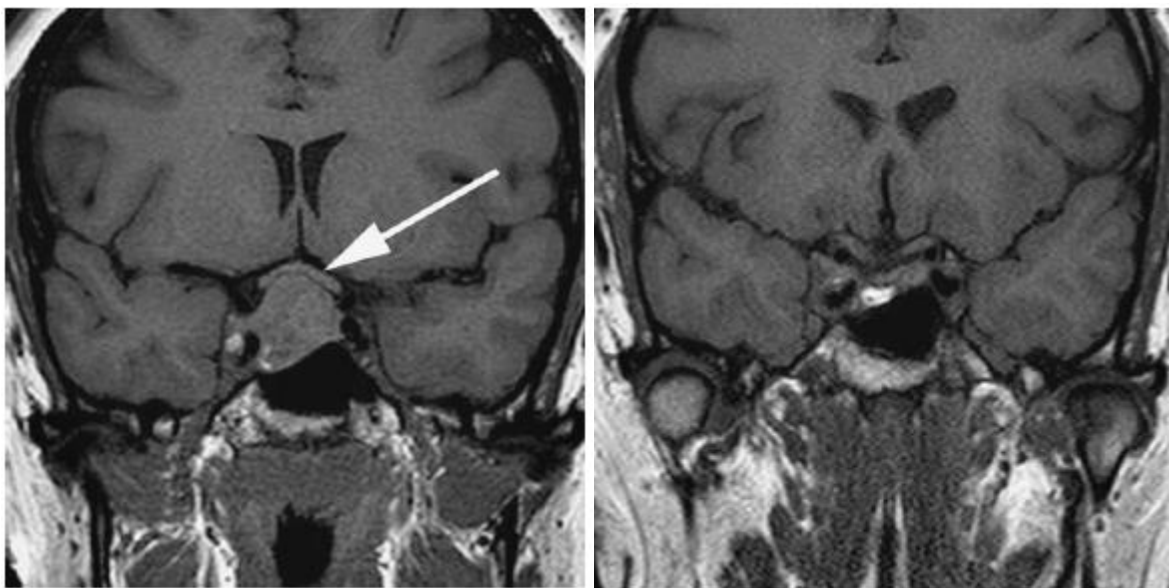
koronares, präoperatives MRT-Bild eines Makroadenoms; Pfeil zeigt auf angehobenes, komprimiertes Chiasma Optikum durch Makroadenom
